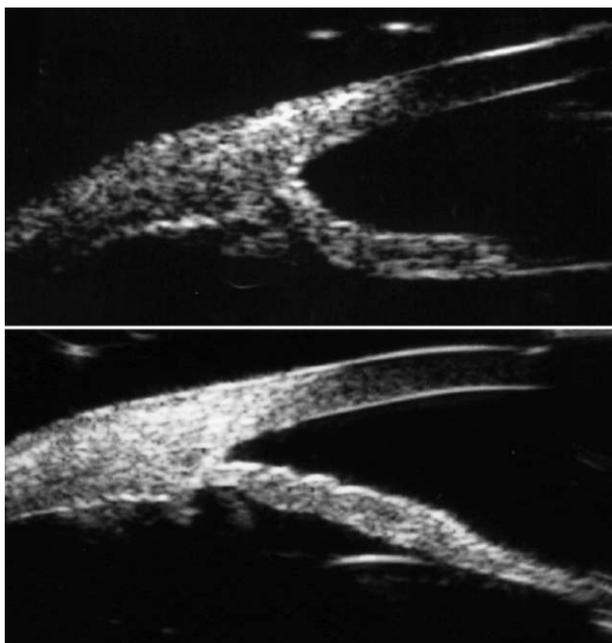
右眼下方隅角(同一部位)の超音波生体顕微鏡所見(上：LI 施行前，下：LI 施行後)。
